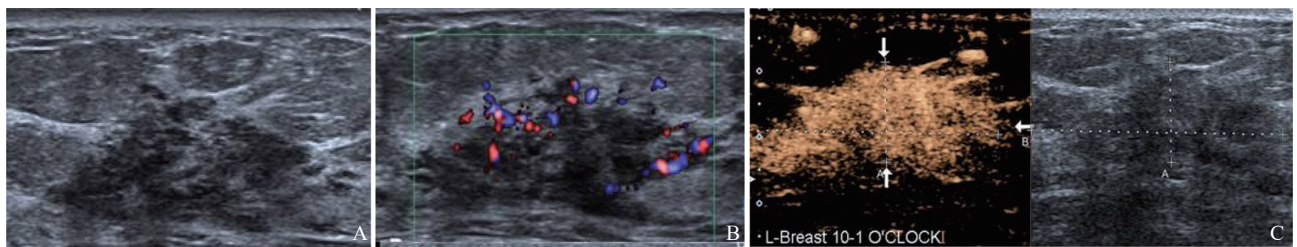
典型病例2(患者, 女性, 43岁, 高级别DCIS)的超声图像
